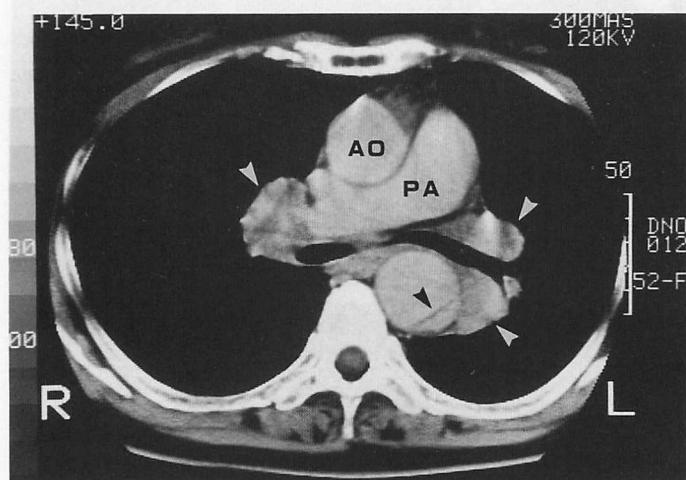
Contrast enhanced X-ray computed tomogram at the level of the hilus
